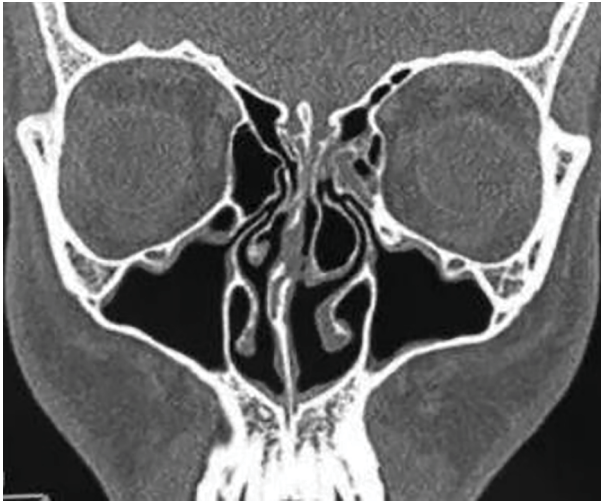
Компьютерная томография околоносовых пазух, корональная плоскость.
